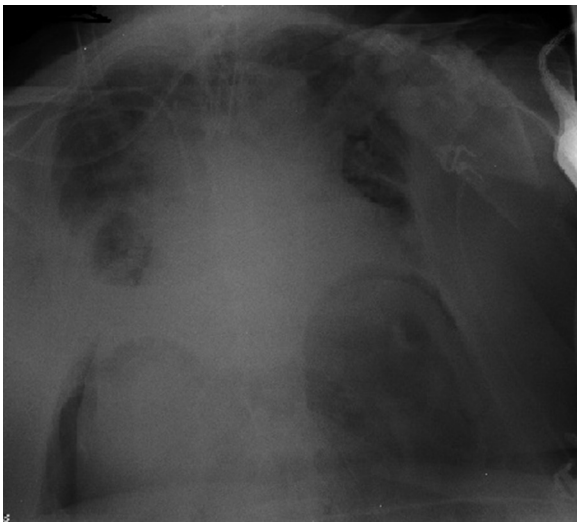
Radiografía de tórax. Aire en cúpulas diafragmáticas compatibles con la presencia de neumoperitoneo. No se evidencian signos de neumotórax, neumomediastino o enfisema subcutáneo.
